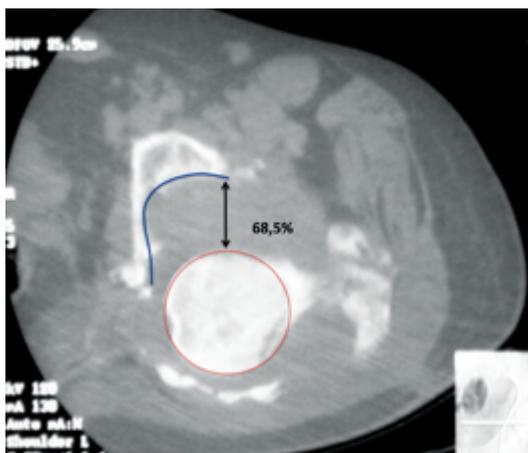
Оценка смещения головки бедренной кости на горизонтальных срезах КТ в процентах от ее диаметра (красным обозначены контуры головки, синим – внутренний контур вертлужной впадины)
